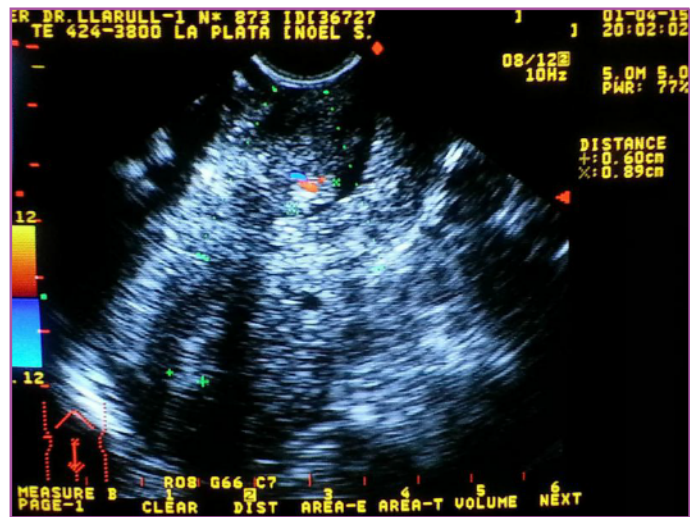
PACIENTE DE 40 AÑOS QUE CONSULTA POR SANGRADO GENITAL. EL CORTE LONGITUDINAL DE Eco TV PONE EN EVIDENCIA UNA IMAGEN DE ASPECTO POLIPOIDEO EN RELACIÓN A LA MUCOSA ENDOCERVICAL DEL LABIO ANTERIOR; LA EVALUACIÓN CON DOPPLER COLOR REGISTRA SEÑAL DE FLUJO VASCULAR CORRESPONDIENTE AL PEDÍCULO
